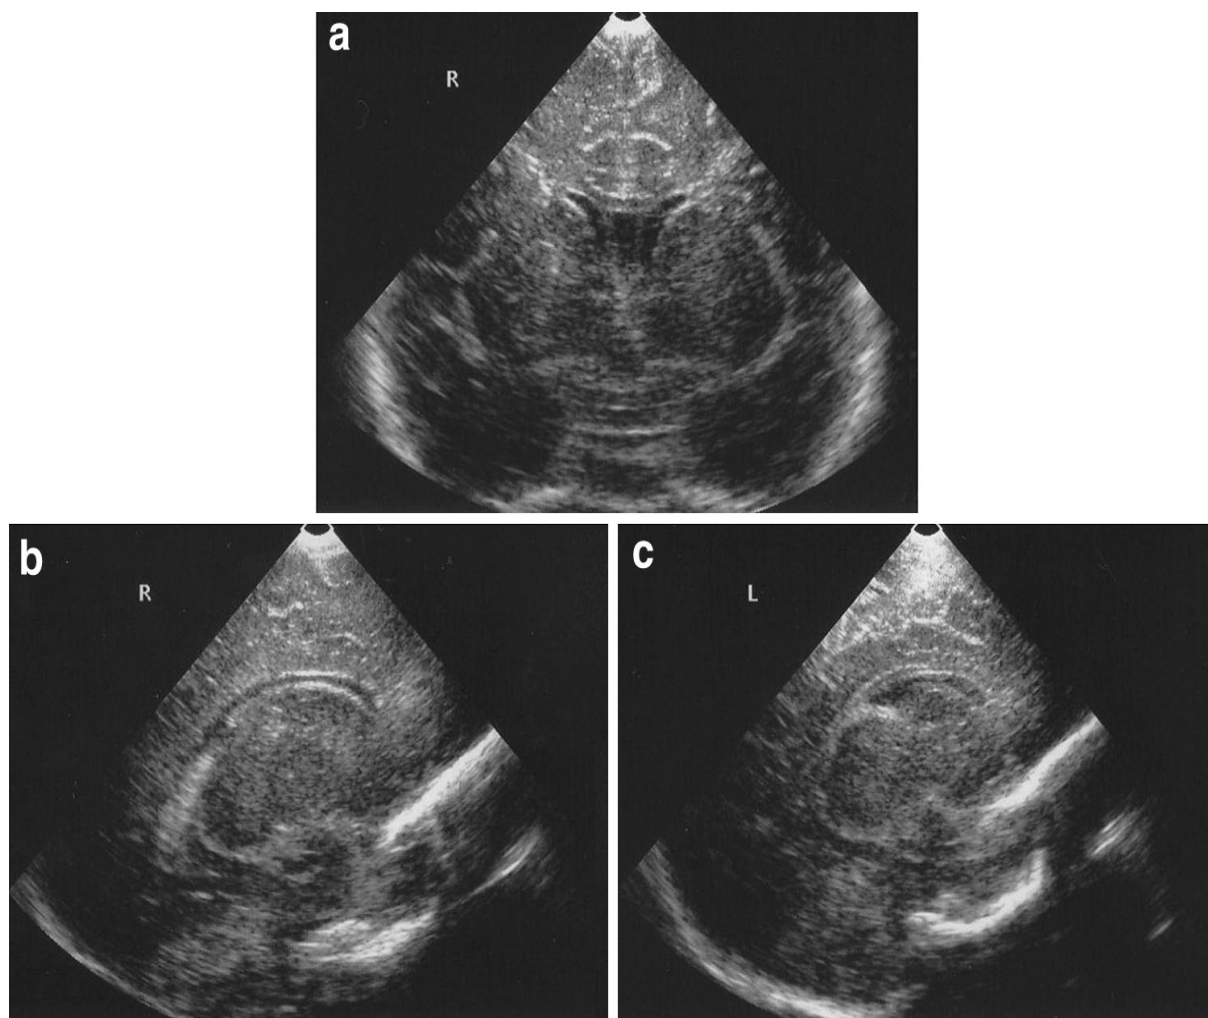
Résultats de l'échographie transfontanellaire du patient à la naissance. Coupe coronale (a) et sagittale (b, c). Noter une augmentation de l'échogénicité de la substance blanche, du thalamus et du caudé [87].
